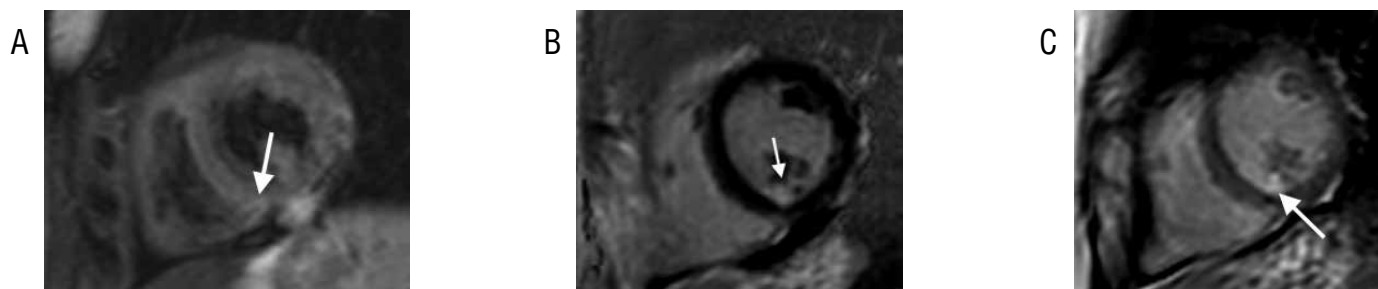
МРТ сердца с контрастом у пациента после РЧА ЛЖ:
